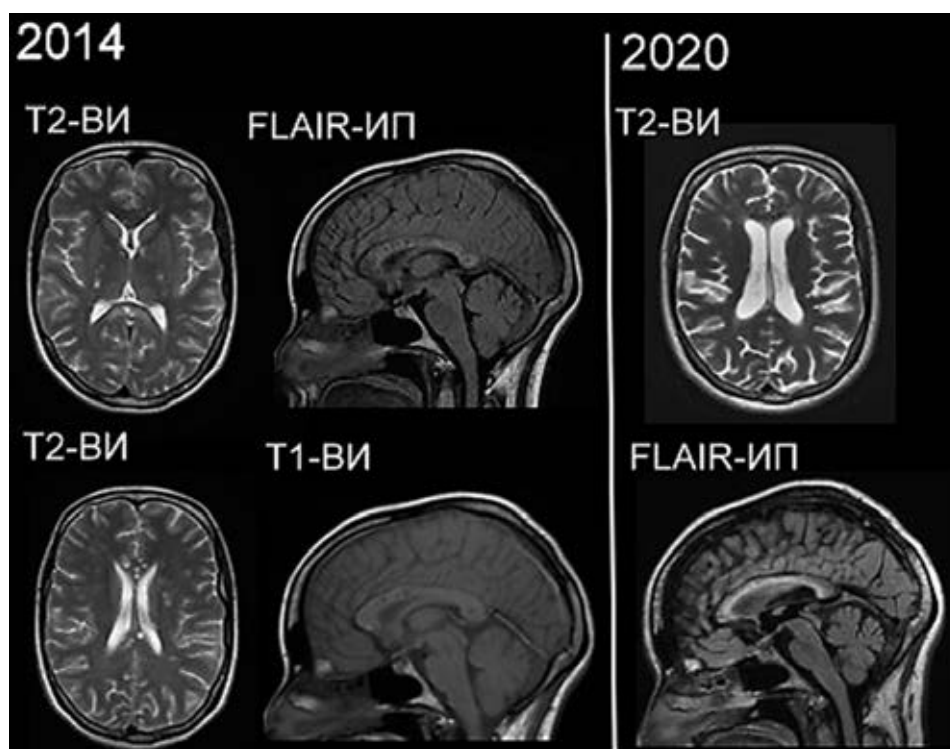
Клинический случай № 1. Женщина 23 лет. На МРТ головного мозга от 2014 г. определяется многоочаговое поражение белого вещества мозга с вовлечением в процесс перивентрикулярных и субкортикальных отделов и мозолистого тела. Очаги в мозолистом теле расположены преимущественно в центральной части (паттерн «снежков»), на FLAIR-ИП некоторые из них отличаются кистоподобной структурой. На T1-ВИ очаги в мозолистом теле изоинтенсивны ликвору (паттерн «черных дыр»). Визуализируется также поражение внутренних капсул по типу «нитей жемчуга». На МРТ от 2020 г. определяются слияние очагов в перивентрикулярные зоны глиоза и атрофия мозолистого тела
